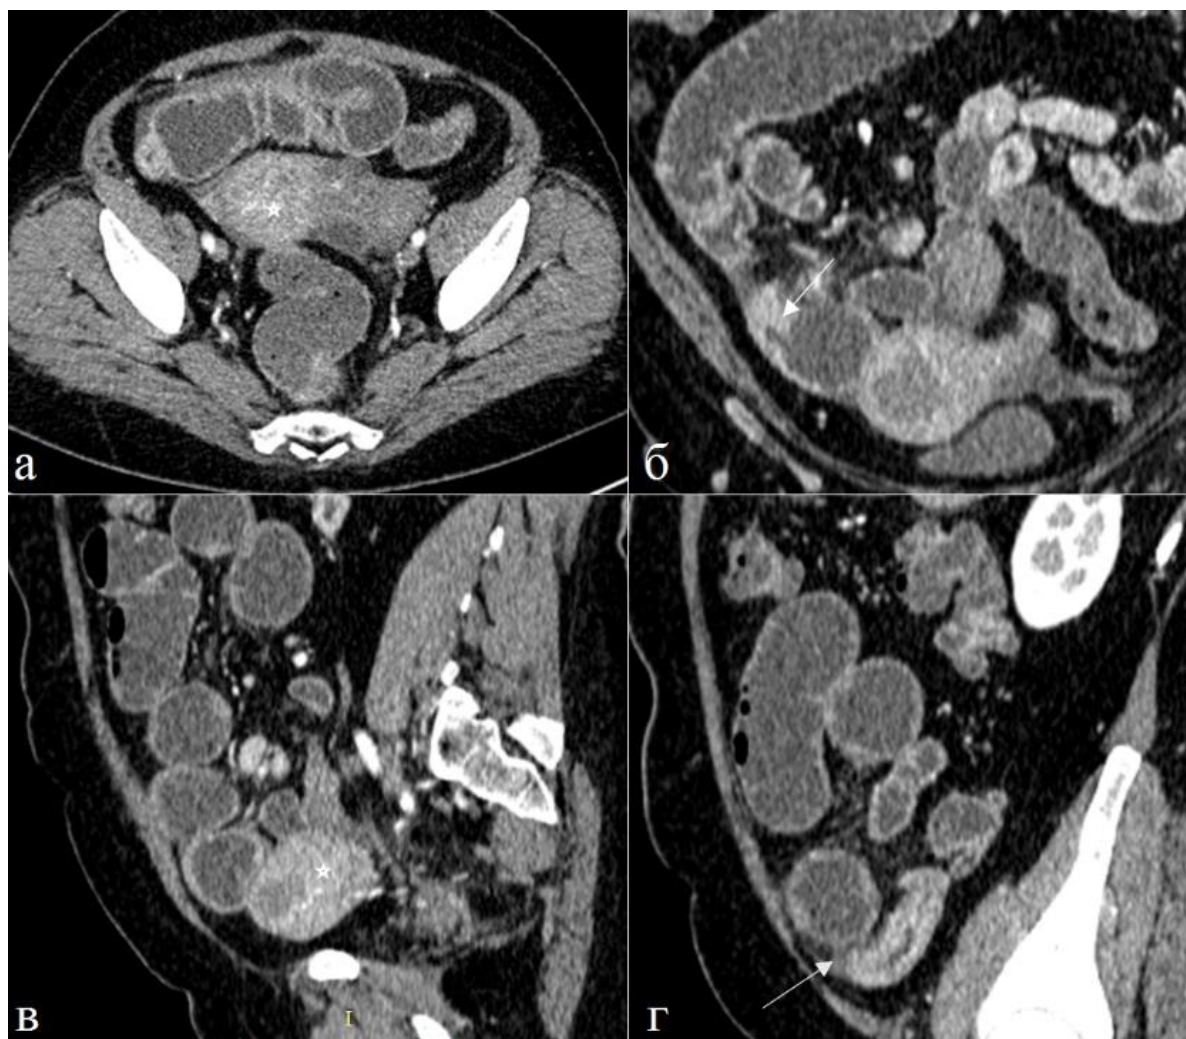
Больная 53 лет. Рак дистального отдела подвздошной кишки. Тонкокишечная непроходимость. а) Аксиальная томограмма, б) фрагмент фронтальной реконструкции, в), г) сагиттальная реконструкция томограмм. Артериальная фаза контрастного усиления. В дистальном отделе подвздошной кишки определяется утолщение стенки с сужение просвета (стрелка). КУ выражено повышено. В просвете наблюдается узловое образование (звездочка). Между утолщенной стенкой имеется уступообразный переход в неизмененную часть кишки (стрелка).
